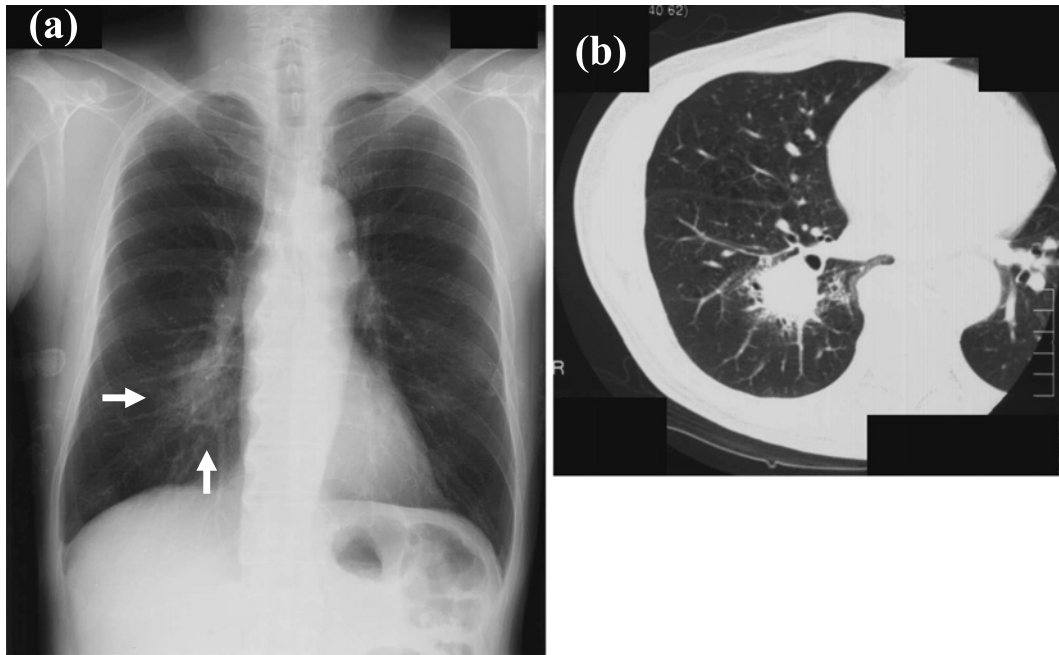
(a) A chest X-ray film showing a tumor shadow in the lower field of the right lung (arrows). (b) Chest CT showing a tumor in the right lower lobe.
